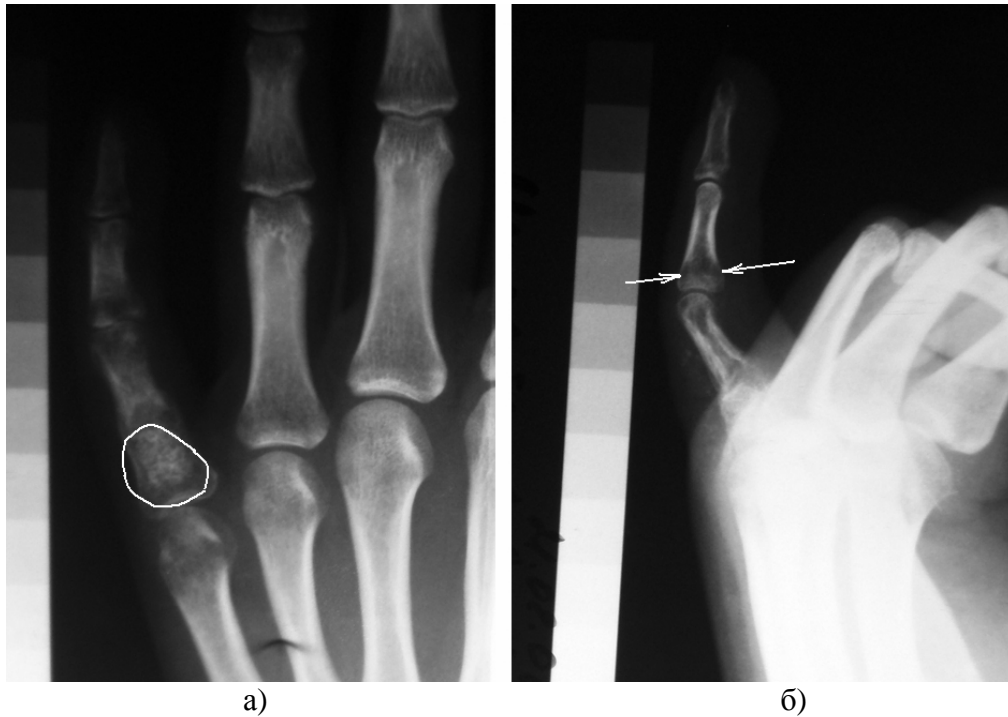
Рентгеновский снимок кисти человека в двух проекциях с шаблоном: а) фронтальная проекция с указанием исследуемого участка кости; б) сагиттальная проекция с указанием фрагмента изображения, по которому определяется толщина исследуемого участка кости.
